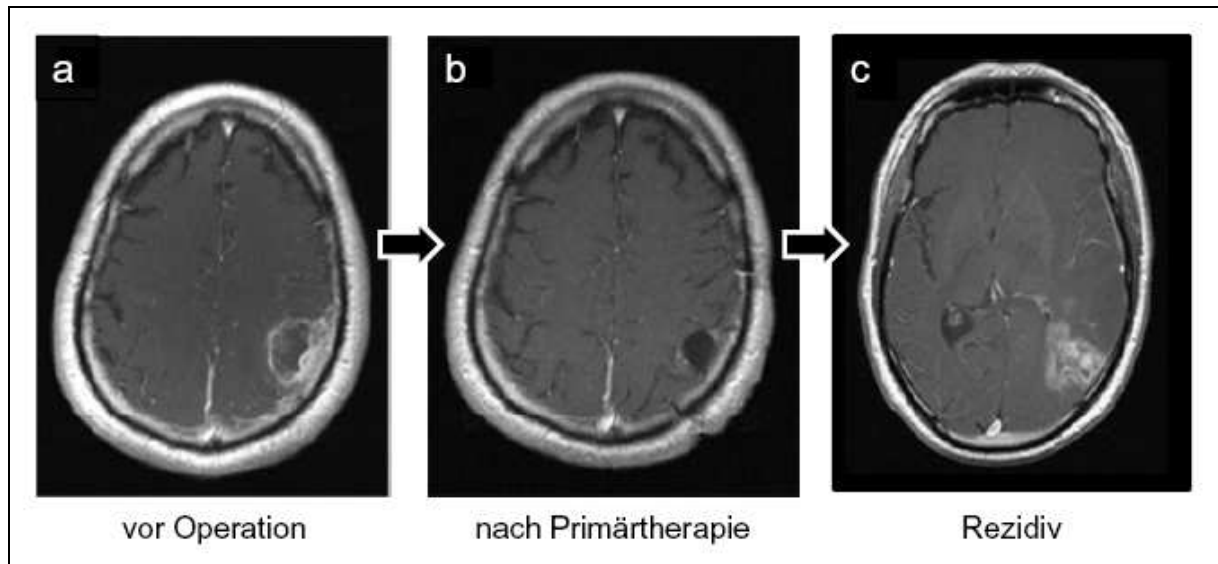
T1-gewichtete Kernspintomographie mit links parietalem Glioblastom. a, Glioblastom vor Operation: bestehend aus einer zentralen hypodensen Zone (= Nekrose), dem solide-proliferierender Tumor, der Kontrastmittel aufnimmt und einem nicht abgrenzbaren Infiltrationsaum. c, Rezidiv des Glioblastoms nach erfolgter Primärtherapie.
